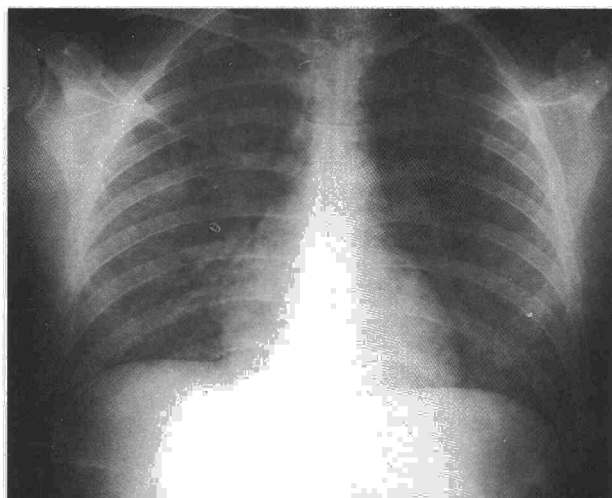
Radiografía postero-anterior de tórax con un patrón intersticial bilateral.
